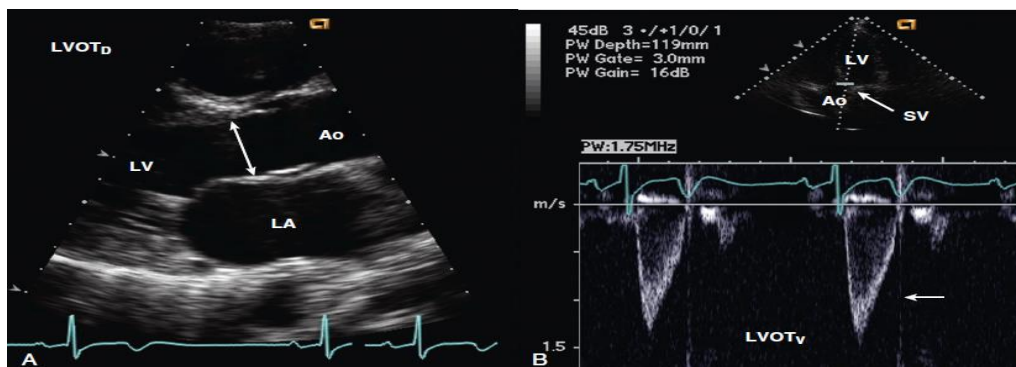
Calculul Doppler al volumului batae al ventriculului stâng. (A) Măsurarea diametrului tractului de ejeție a VS (LVOTD) și (B) înregistrarea Doppler pulsată a fluxului VS chiar proximal de valvă aortică (Ao) dintr-o abordare apicală pentru calculul volumului batae.
